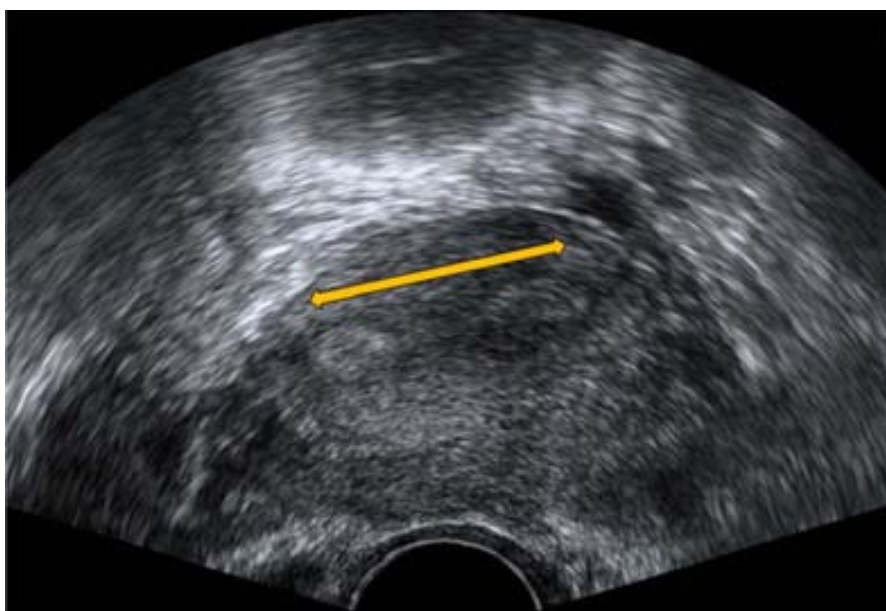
Ecografía transvaginal que muestra un corte transversal uterino. En general, el endometrio presenta una disposición claramente central en las diferentes alturas a las que se realizan los cortes transversales, aunque en ocasiones los cortes más craneales pueden mostrar una disposición algo elongada del endometrio hacia los cuernos uterinos (flecha amarilla).
